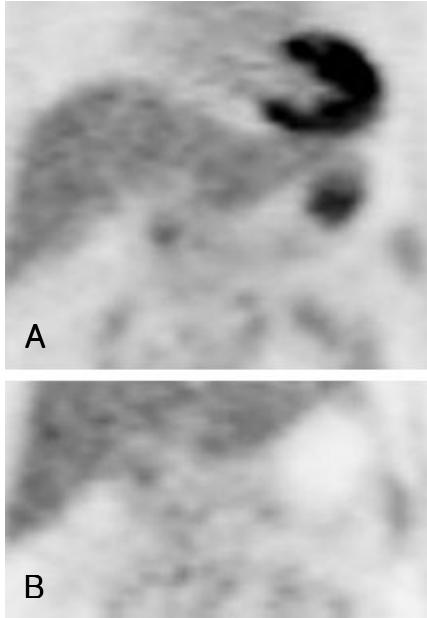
A and B) Physiologic FDG uptake in the stomach can be very high and mistaken for pathology. Loss of increased FDG uptake in the suspected lesion after water ingestion is consistent with physiological uptake of the stomach.
